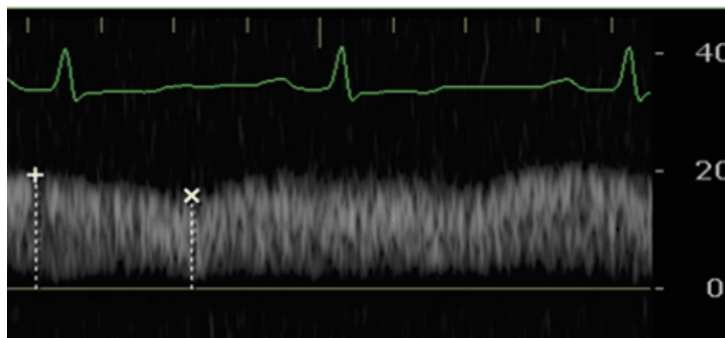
El Doppler pulsado normal de la vena porta tiene un índice de pulsatilidad $< 30\%$.
